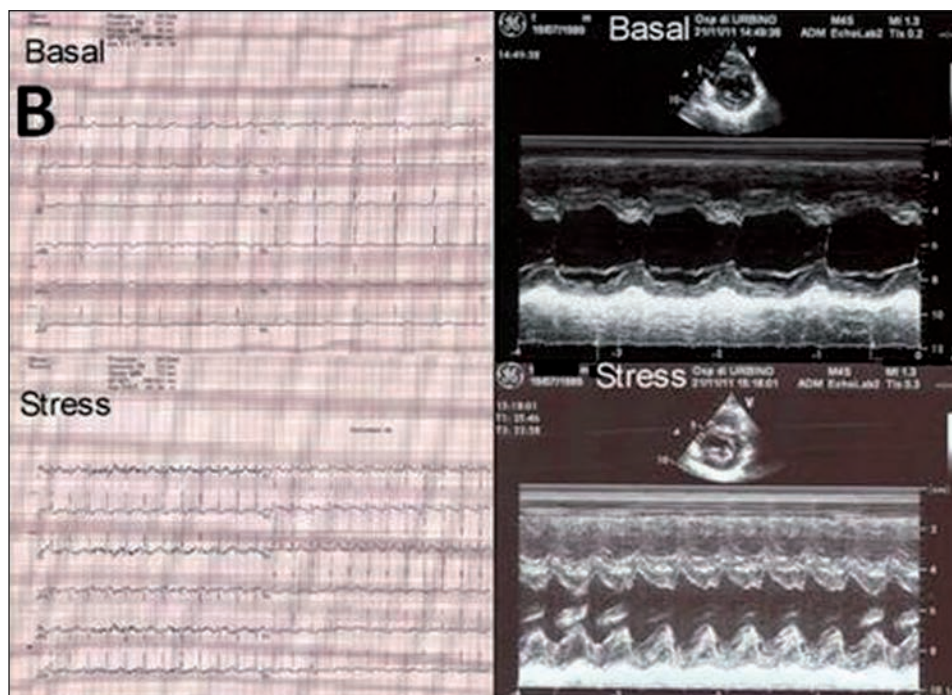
On the third day, the patient underwent a pharmacological echocardiographic stress test with dobutamine which was completely negative for inducible ischemia.
